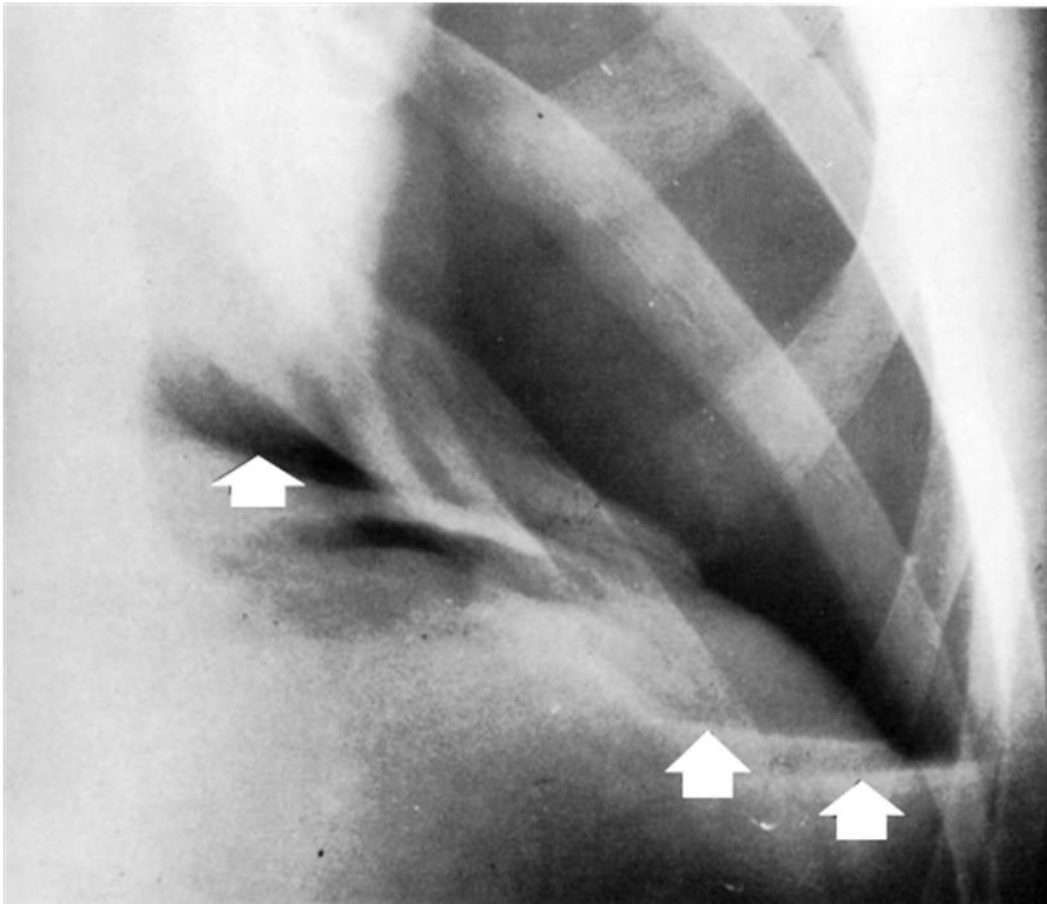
43. Radiografía frontal de tórax, paciente con neumotórax. En la base izquierda se observan dos líneas rectas que se intersectan (flechas inferiores) formando una V con ápex lateral y que representa un nivel líquido-aire sobre el que el haz de rayos X incide oblicuo. El ligamento pulmonar inferior (flecha superior) ayuda a mantener la forma de la base pulmonar.
